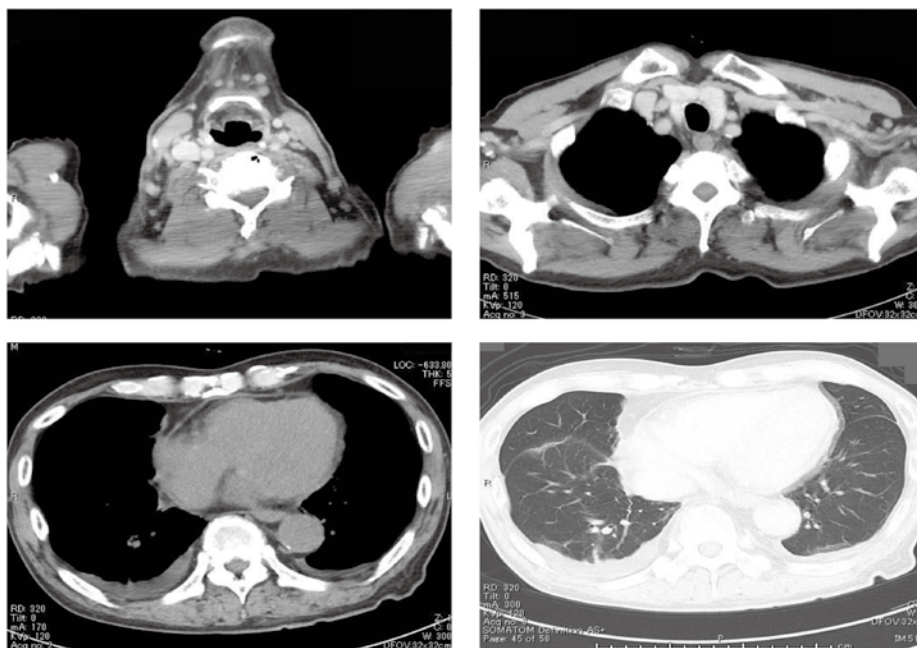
Chest computed tomography on day 11.
